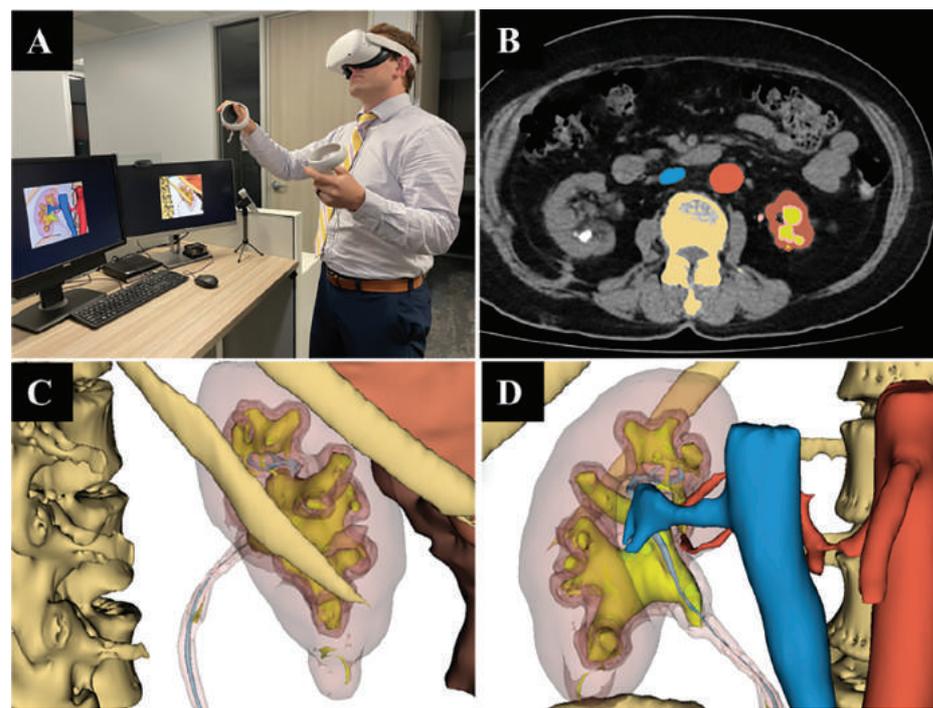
A, usuário visualizando um modelo 3D em um ambiente virtual usando o headset de realidade virtual Oculus. B, TC anotada com a segmentação mostrando como uma varredura é convertida em um modelo 3D. C, vista posterior de um modelo de rim semitranslúcido demonstrando um cálculo em chifre de veado (amarelo) e um stent ureteral (azul) no sistema coletor. D, vista anterior de modelo de rim semitranslúcido demonstrando cálculo em chifre de veado (amarelo) e stent ureteral (azul) no sistema coletor. Os vasos venosos (azul) e arteriais (vermelhos) também são visíveis.
